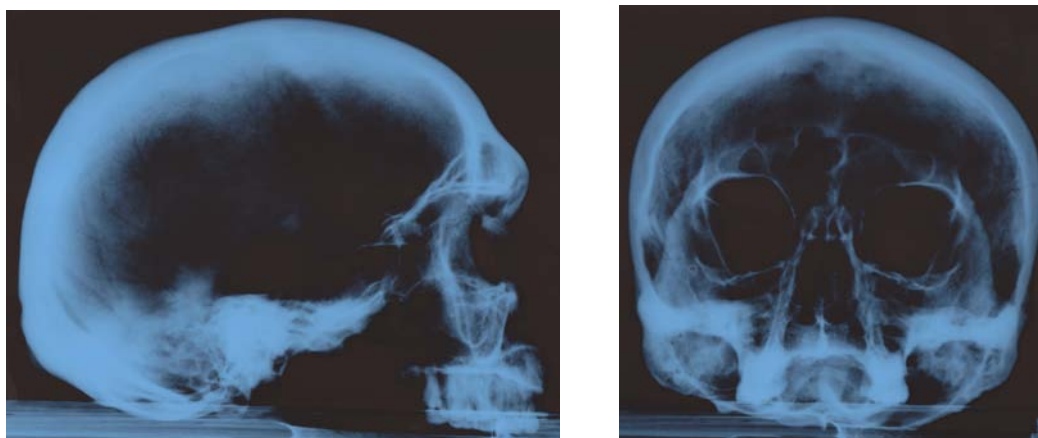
Рентгенограмма черепа мужчины 25–35 лет из п. 1 к. 71 могильника Царев.
